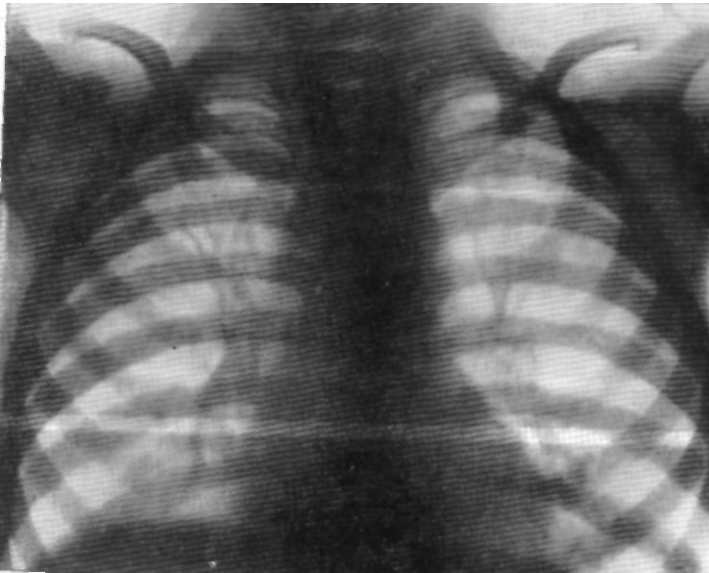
Вольной К. Прямая рентгенограмма легких. Обструктивная эмфизема левого легкого.
